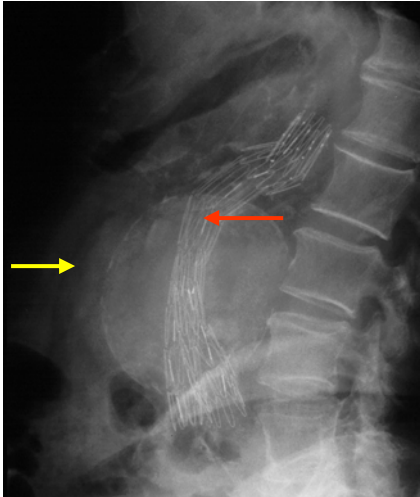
„Normale Röntgenaufnahme“ des Bauchraumes von der Seite. Man sieht vor der Wirbeläule den Endograft (rot) und das wandverkalkte BAA (gelb)
